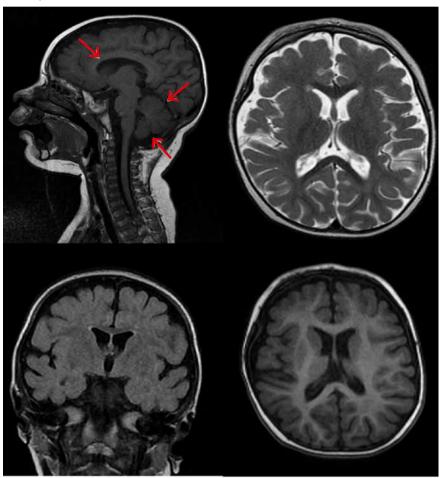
МРТ ГМ ребенка Х. (3 года и 2 месяца)
